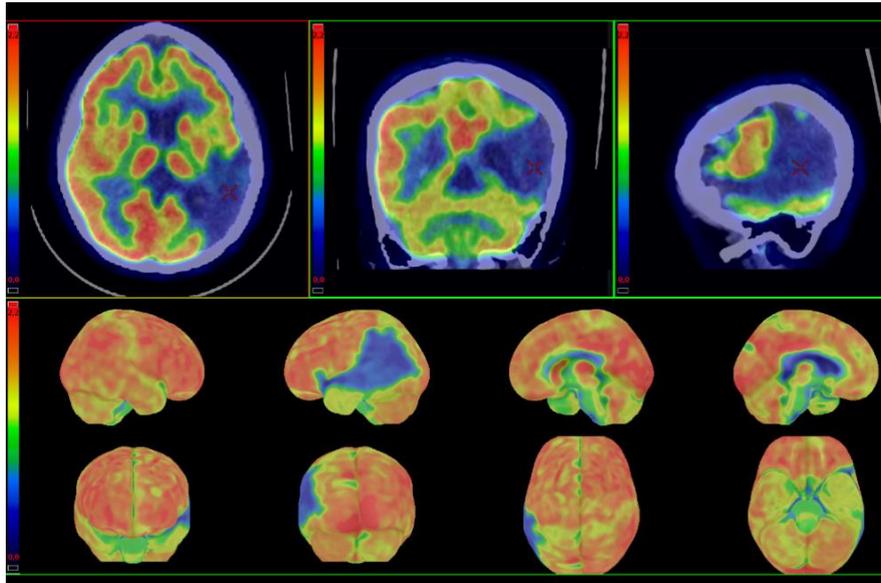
TEP-FDG cérébrale pré-OHB
